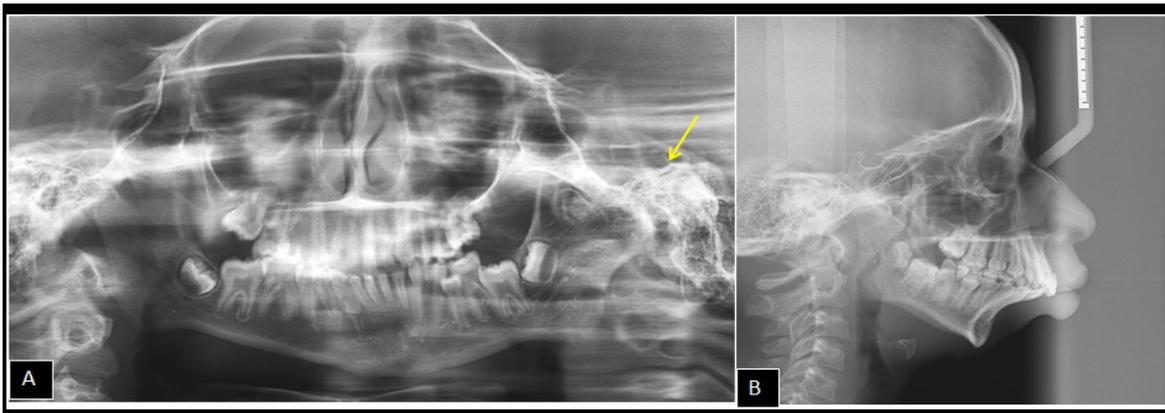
Radiografias extra-orais: (A) panorâmica e (B) cefalométrica. Observa-se a anquilose da ATM do lado esquerdo
